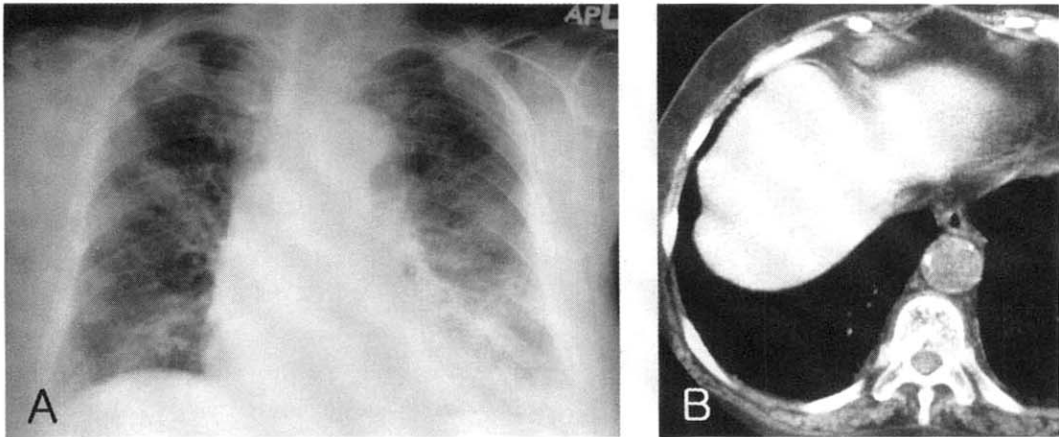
Case 3. A. Chest X-ray showing multifocal patchy areas of ground-glass opacity scattered in both lung fields. B. High resolution CT scan of the chest showing increased liver attenuation on the precontrast phase.
